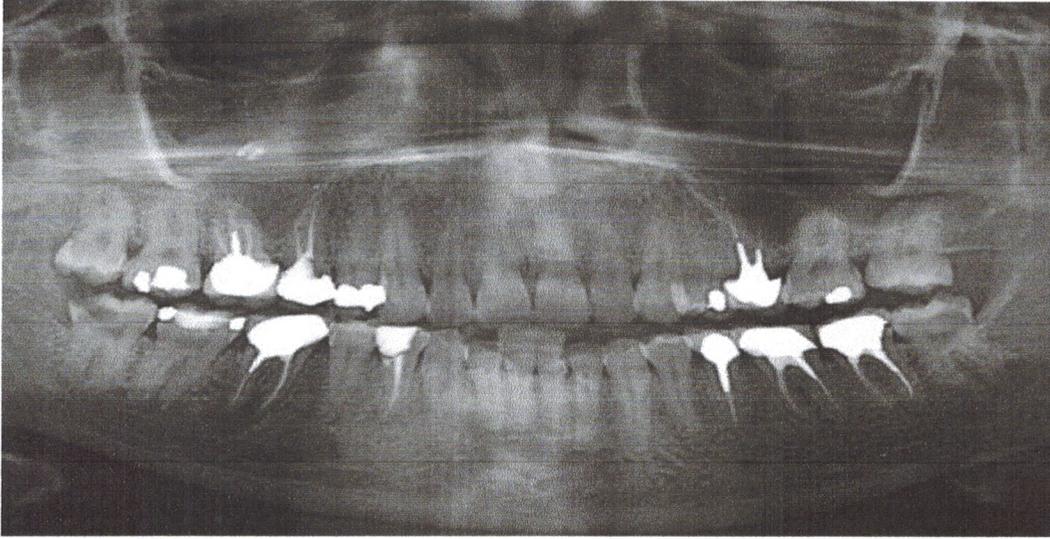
Orthopantomogramme d'une trufte aspergillaire maxillaire droite sur dépassement canalair [54]
